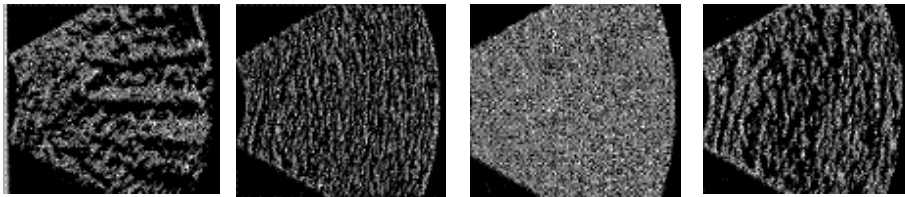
Diferentes características de textura en una imagen de Ultrasonido de la espina fetal [5].
